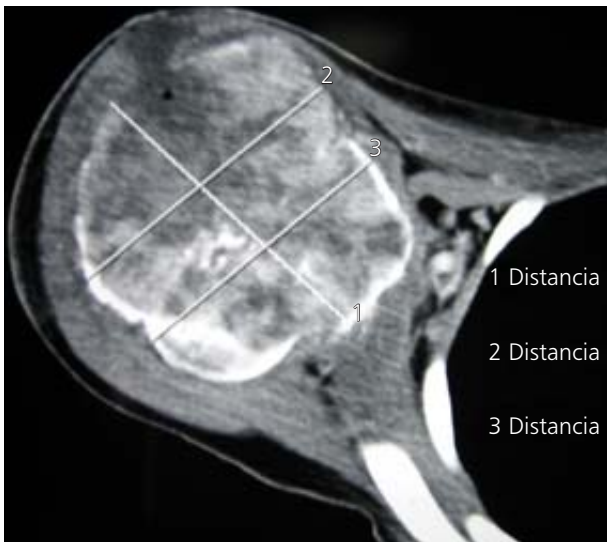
TAC de hombro derecho donde observamos triángulo de Codman, aumento del tamaño de la cabeza del húmero, pérdida de la congruencia de las corticales, con infiltración a partes blandas. Y afectación a acromion. Aumento de volumen de partes blandas circundantes.
